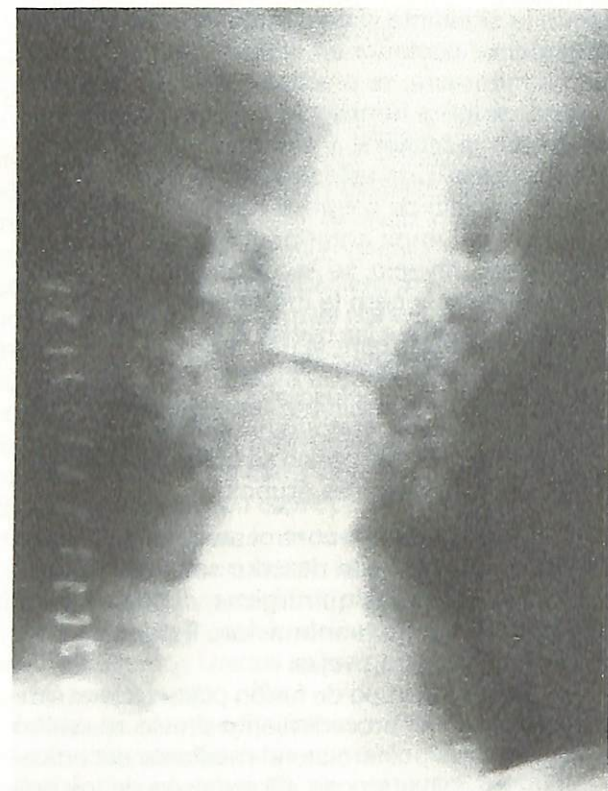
Radiografía postoperatoria en proyección posteroanterior de la fusión ósea sin instrumentar (grupo B).
